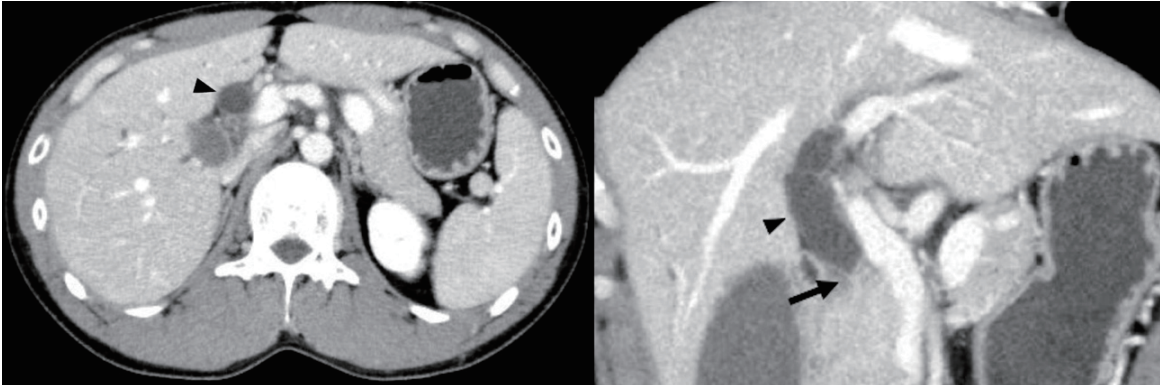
再入院時の腹部CT (左 水平断, 右 前額断)
